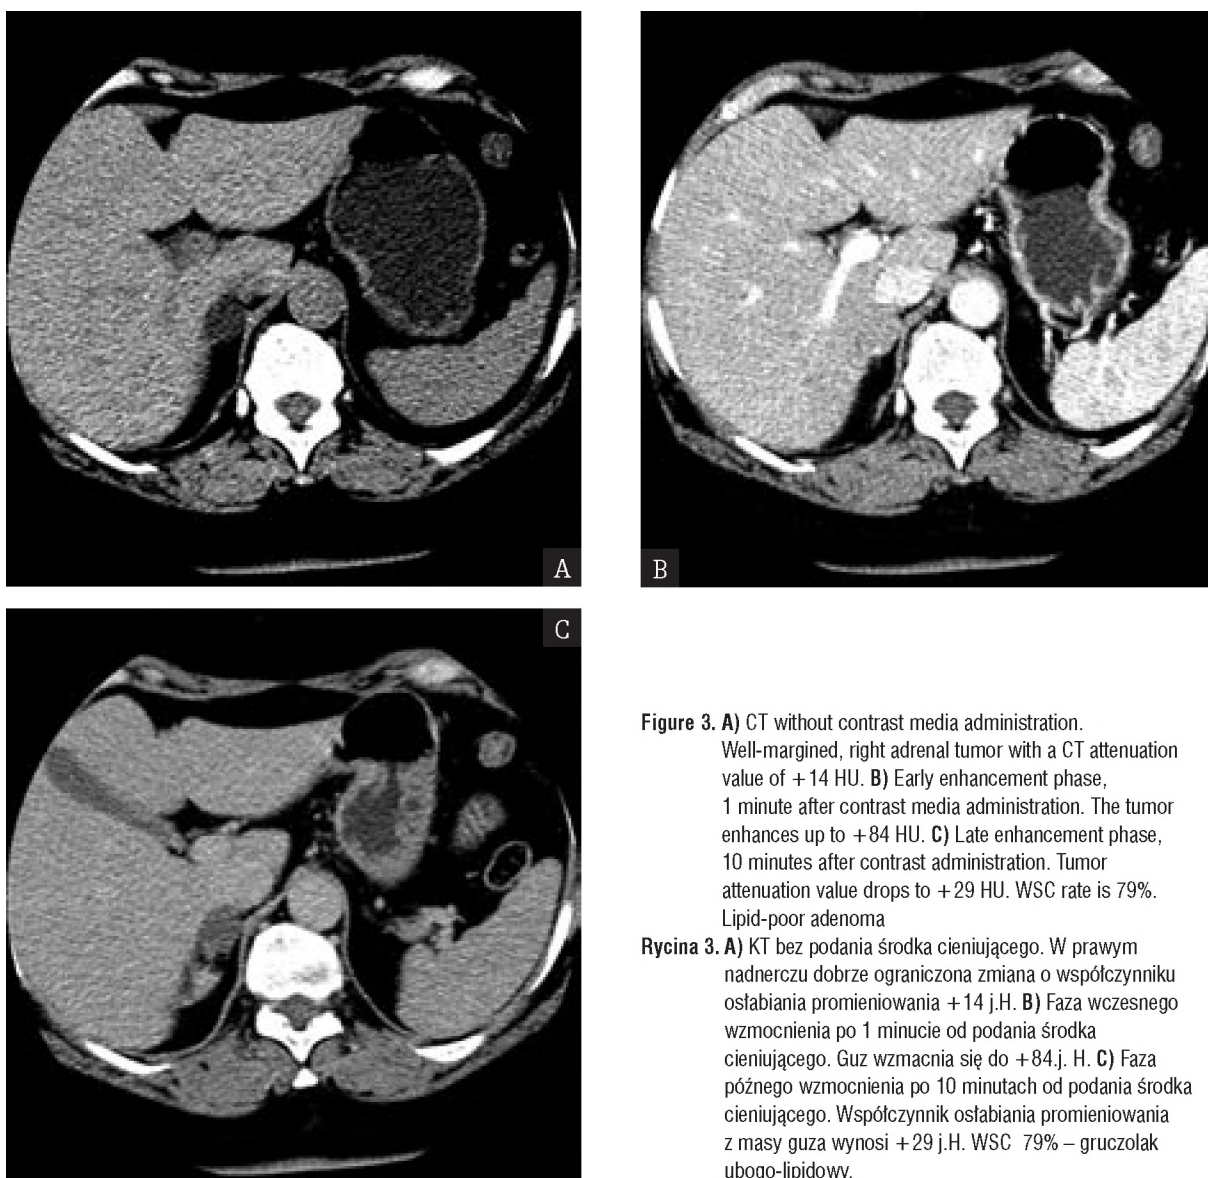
A) CT without contrast media administration. Well-margined, right adrenal tumor with a CT attenuation value of +14 HU. B) Early enhancement phase, 1 minute after contrast media administration. The tumor enhances up to +84 HU. C) Late enhancement phase, 10 minutes after contrast administration. Tumor attenuation value drops to +29 HU. WSC rate is 79%. Lipid-poor adenoma
